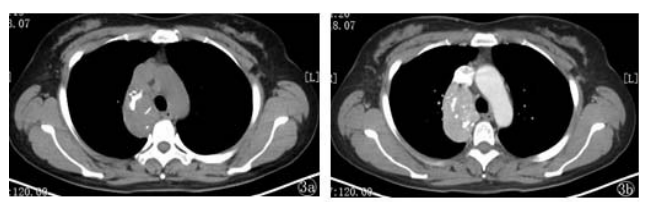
LCD 患者,女,42 岁,上腔静脉后气管右侧见软组织肿块,内见散在短条状及点状钙化,平扫 CT 值约 46 HU,增强后 CT 值 114 HU,均匀强化
